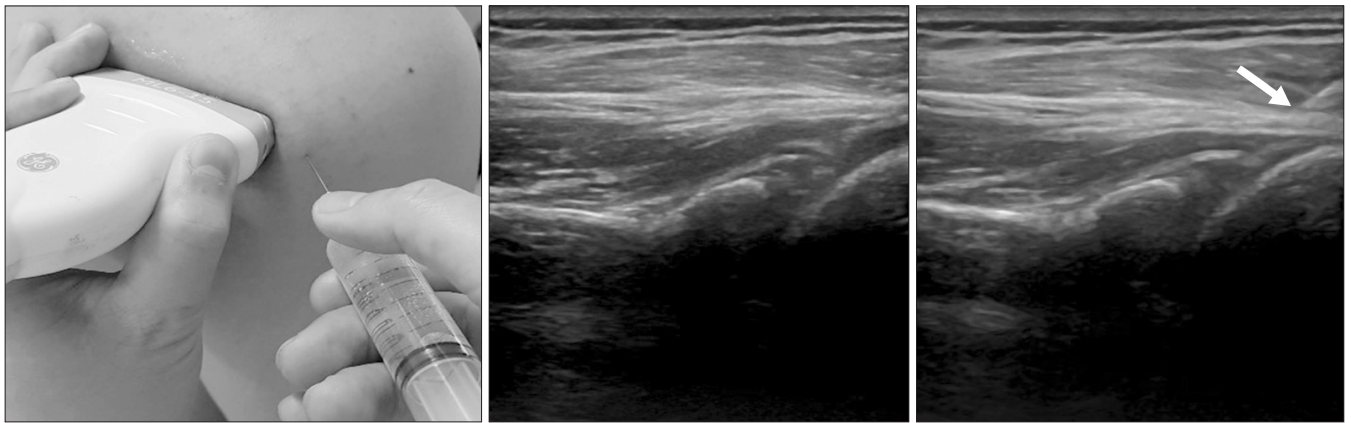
Posterior approach to the glenohumeral joint. The ultrasound image is shown with the white arrow presenting the needle path between the free edge of the labrum and the hypoechoic articular cartilage of the humeral head.
